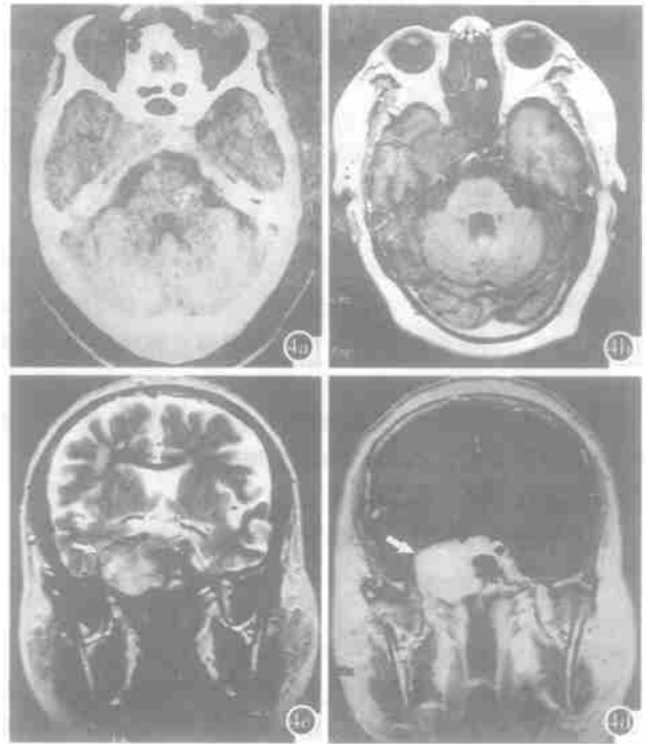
右海绵窦脑膜瘤。a) CT 平扫: 右海绵窦区均匀高密度病变(↑), 邻近的蝶鞍有骨质吸收; b) MRI: T₁WI 右海绵窦区均匀等信号类圆形病变(↑), 境界清楚, 边缘光滑; c) MRI: T₂WI 冠状断面, 上述病变呈略高信号(↑); d) MRI: T₁WI C+ 上述病变均匀强化(↑), 颈内动脉海绵窦段变细, 向上移位。
